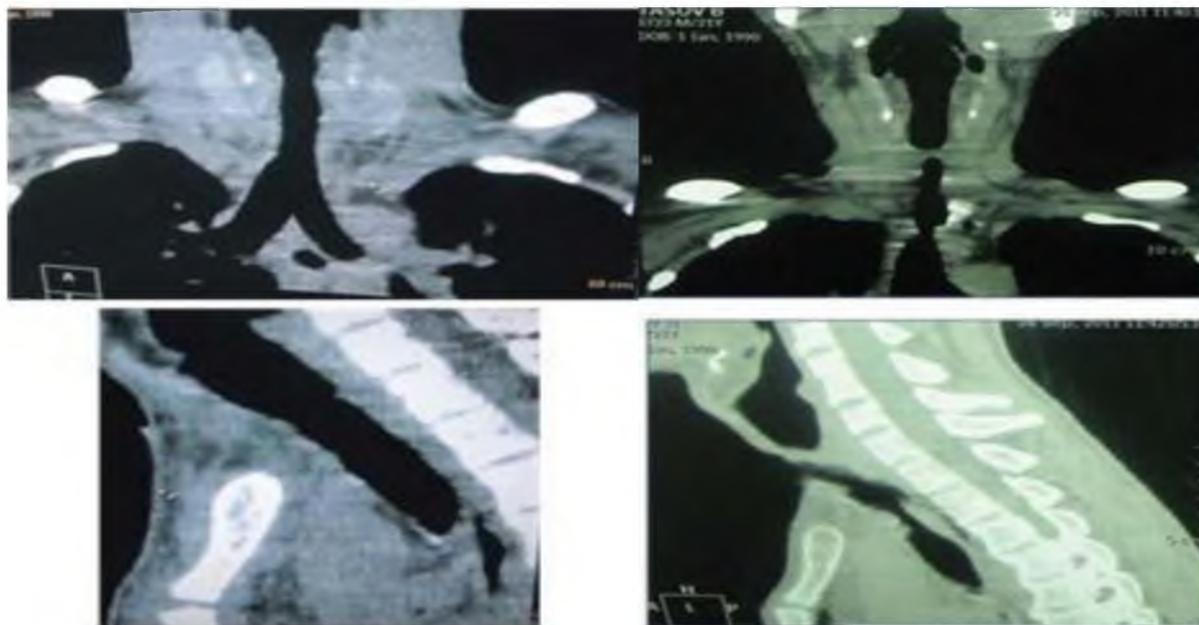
МСКТ: до и после операции двухуровневой резекции трахеи с анастомозами.
